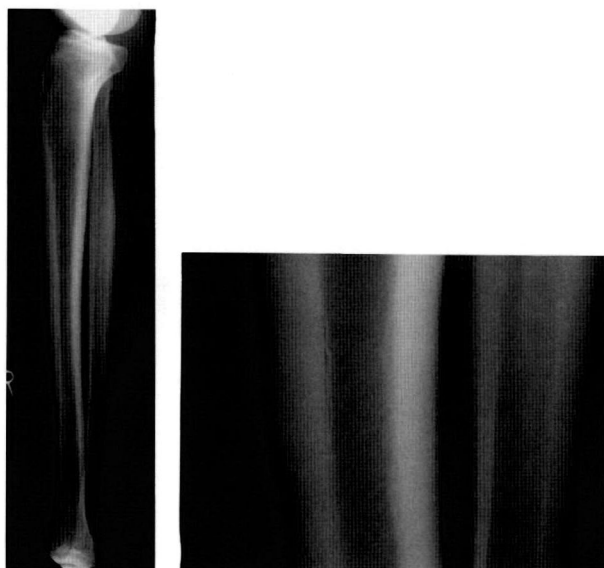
Plain radiograph of the tibia at the initial examination : No abnormal findings
